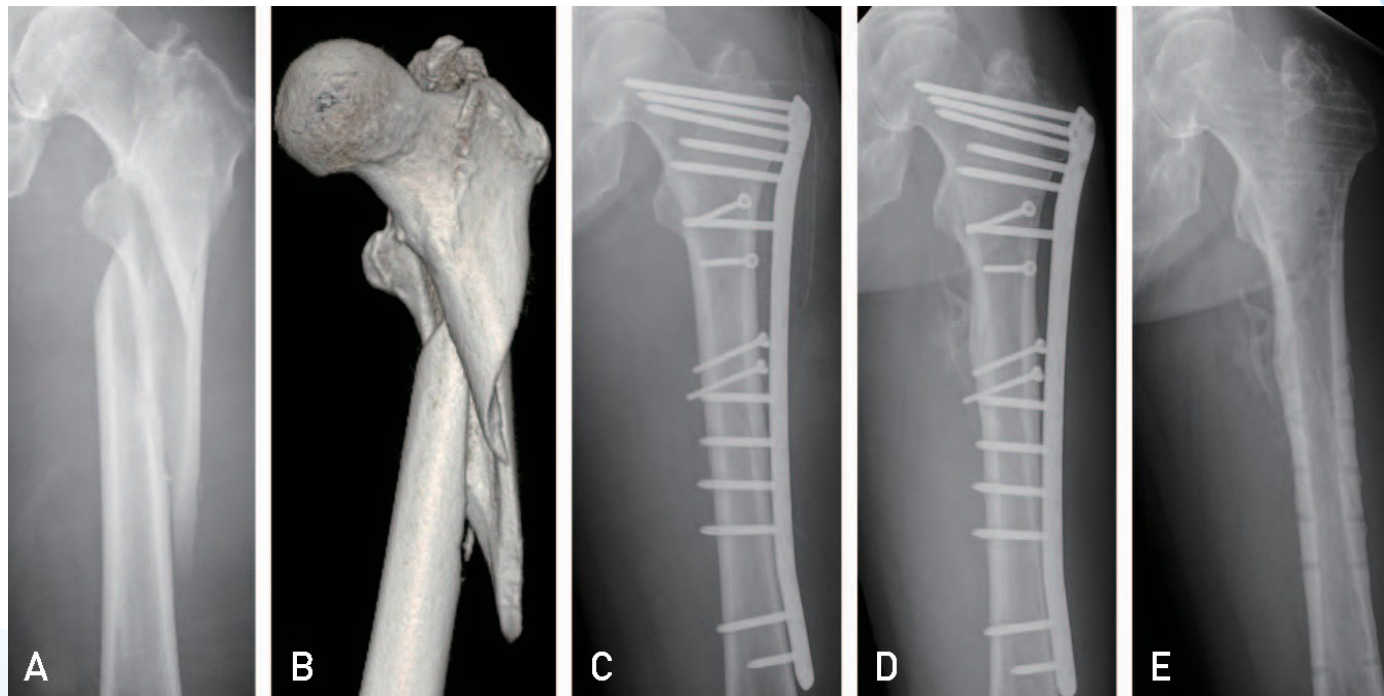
(A) Plain radiograph of a distal femur fracture. (B) 3D model of the femur with a locking plate. (C) Postoperative lateral radiograph of the femur with a locking plate and multiple locking screws. (D) Postoperative lateral radiograph of the femur with a locking plate and multiple locking screws. (E) Postoperative lateral radiograph of the femur with a locking plate and multiple locking screws.
